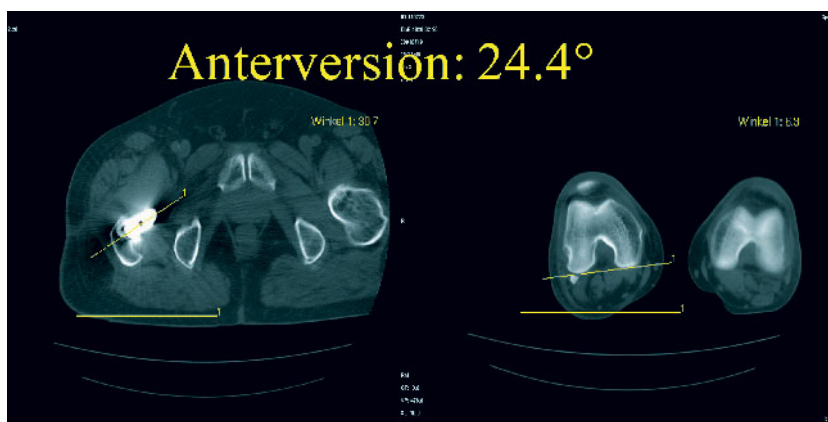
Schaft Antetorsion im CT
